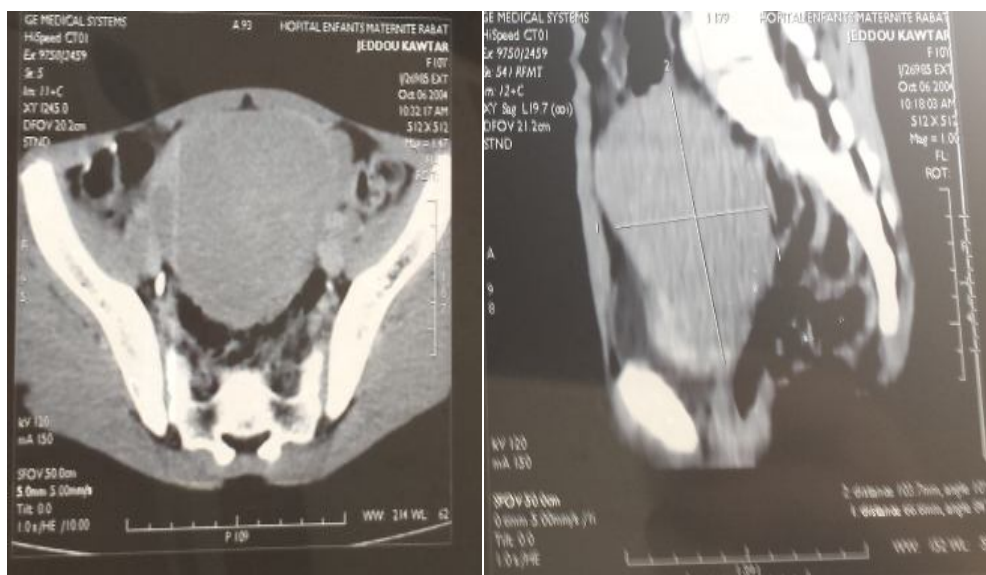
TDM abd-pelv (du 06/10/2004) : masse pelvienne retro-vésicale médiane de densité tissulaire de 83 x 66 x 103 mm.
